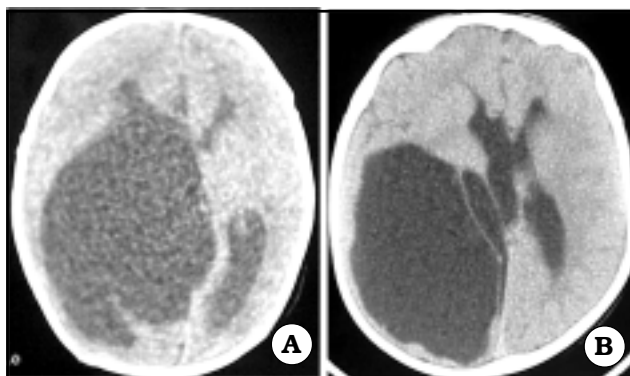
Quiste paraventricular. A. TAC prequirúrgica. B. TAC postquirúrgica.
